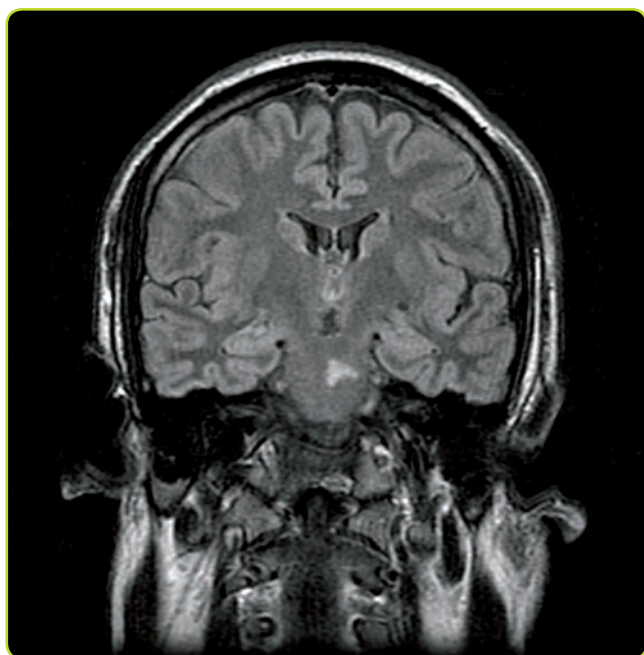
RM coronal (secuencia FLAIR) que muestra infarto en protuberancia izquierda.
